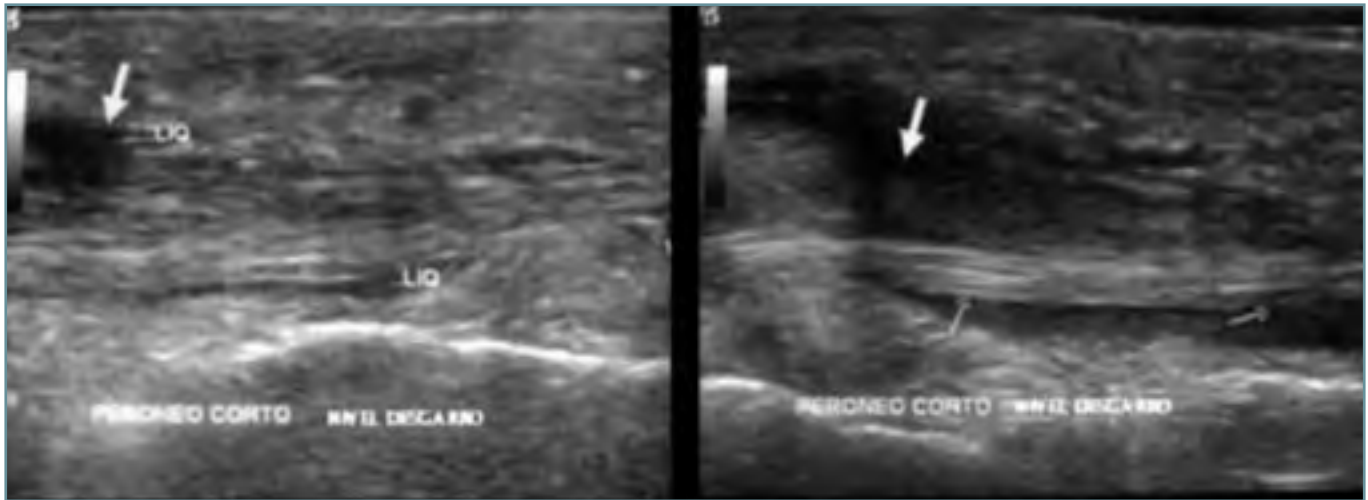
Ultrasonido en corte sagital del peroneo corto a nivel de desgarro longitudinal (flecha de punta sólida), en donde hay líquido y no visualización de la continuidad del patrón fibrilar.
